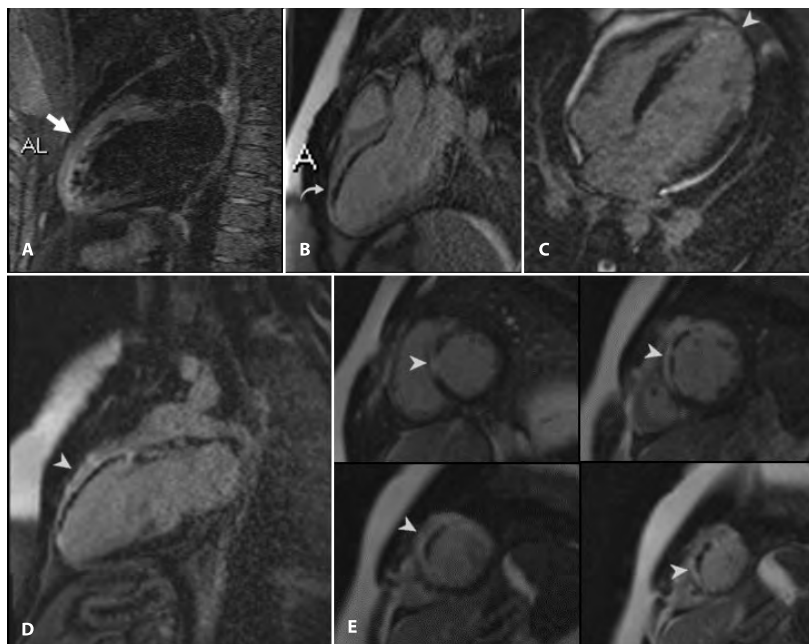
RM Cardíaca. Secuencia STIR ponderada en T2, cortes de dos cámaras (A). Secuencias T1-IR de realce precoz con Gadolinio tres cámaras (B); realce tardío cuatro cámaras (C), dos cámaras (D); y series de eje corto (E). Secuencias demuestran hiperintensidad en T2/STIR (flecha recta) por edema de la pared anterior, pared anteroseptal basal y medial del ventrículo izquierdo, y ápex en todos sus segmentos (A). Realce precoz (flecha curva) desde la base hasta el ápex del septum (B) que indica obstrucción microvascular. Realce tardío (puntas de flecha) patológico transmural de tipo isquémico en mismos segmentos (C-E).
